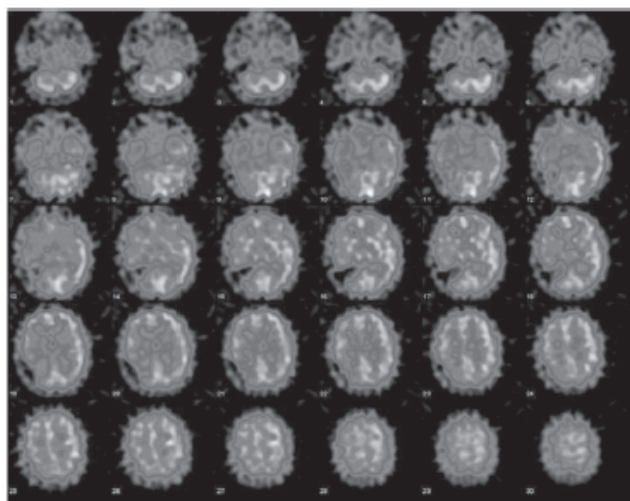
SPECT inter ictal. Paciente con crisis parciales complejas de origen temporal derecho. Obsérvese la hipoperfusión que afecta el lóbulo temporal derecho.
